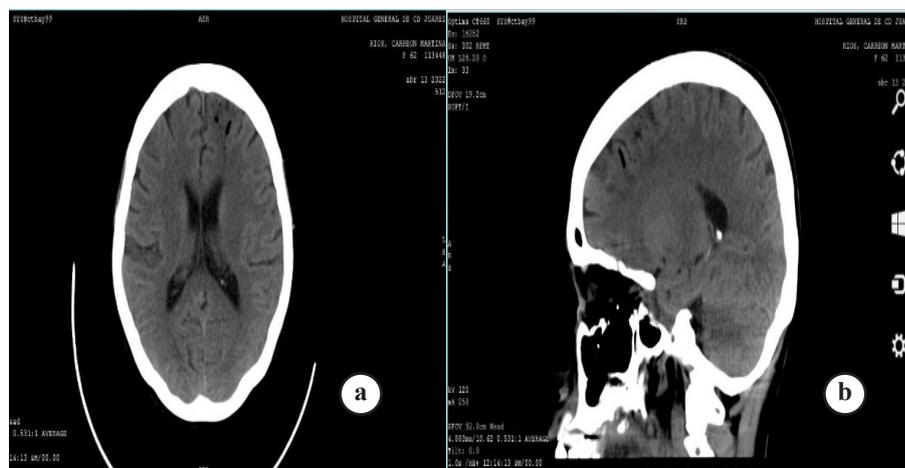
Corte axial (a) y sagital (b) de tomografía simple de cráneo
